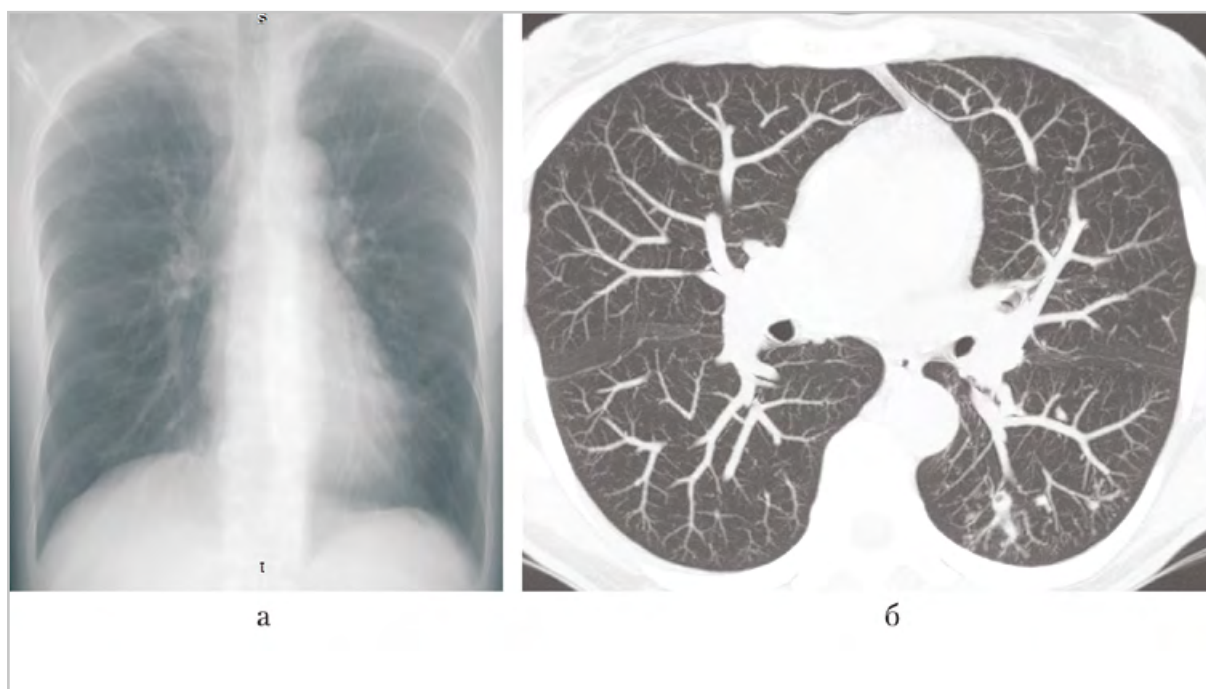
Рентгенограмма органов грудной полости в прямой проекции (а), компьютерная томограмма органов грудной полости, аксиальная плоскость, МПР (б) пациента В., 57 лет. Инфильтрат в S6 левого легкого с краевой полостью и перифокальными очагами отсева
